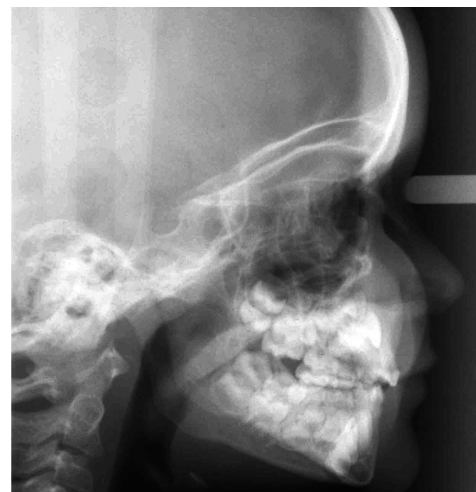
Radiografía lateral de cráneo en una adolescente sana que muestra un crecimiento mandibular normal.¹¹
